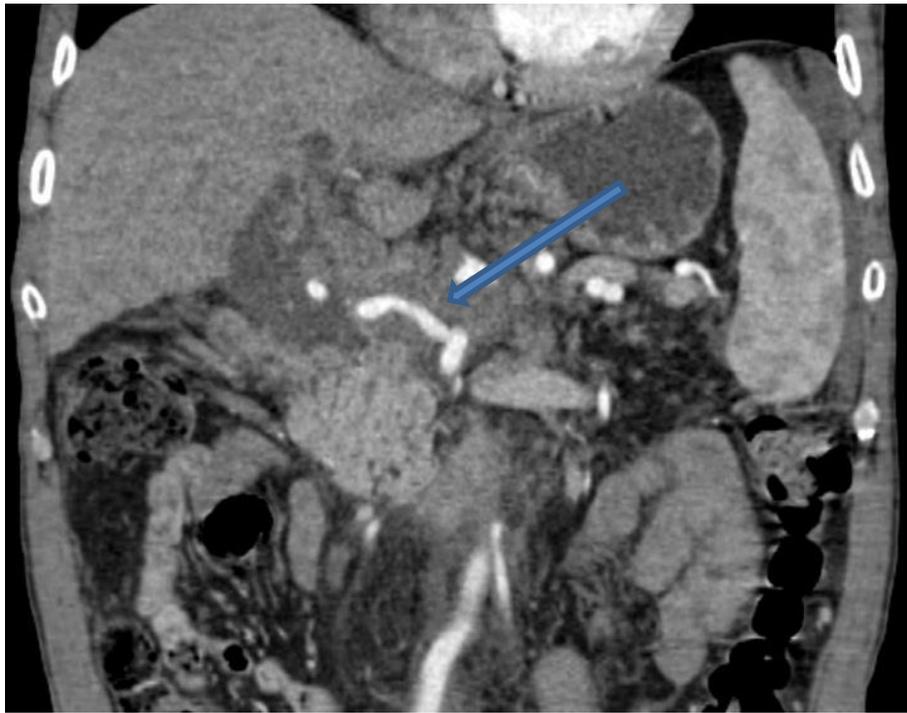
КТ фронтальна проекція. Пухлина голівки ПЗ з інвазією пухлини в загальну печінкову артерію.
